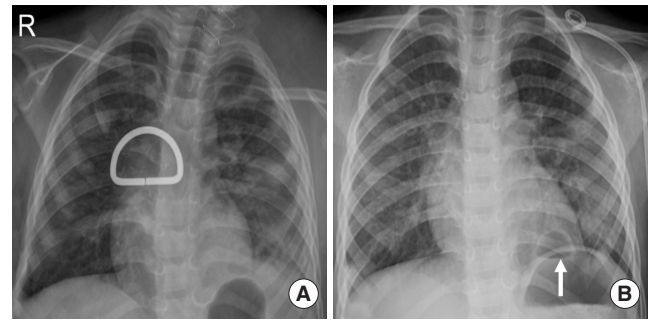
Initial chest radiograph (A) showing suspicious pneumonic infiltration with nodular opacities on both lung fields (distinct semicircular shadow are unrelated detail) and 3 days later follow-up chest radiograph (B) demonstrating aggravation of multifocal nodular lesions in both lung fields, with one of the nodular cavities containing an air-fluid level (white arrow)
